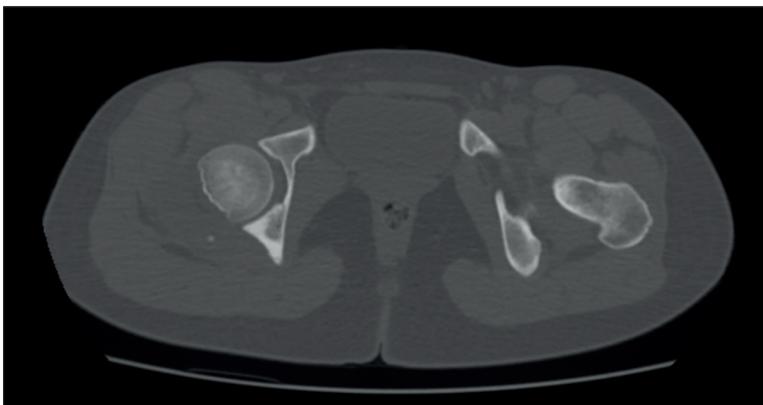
Tomografía axial computerizada. Corte axial que demuestra congruencia articular tras reducción.
